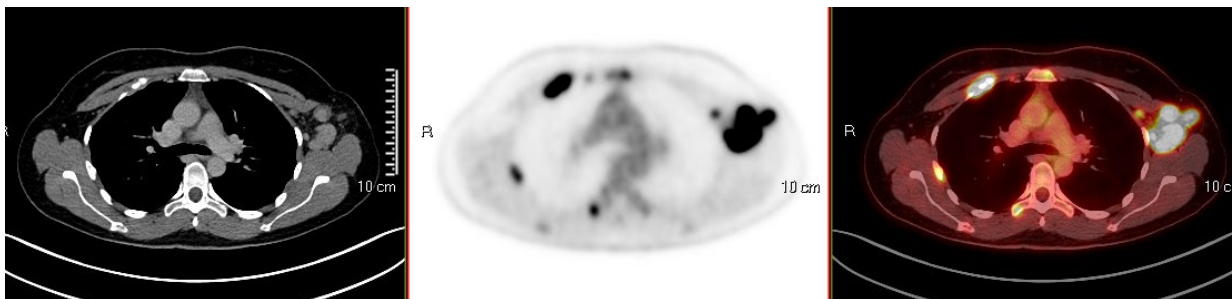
Cortes axiales de CT, PET y PET-CT a la altura del mediastino superior. Se observa actividad tumoral metastásica en adenopatías axilares izquierdas, así como en estructuras óseas
